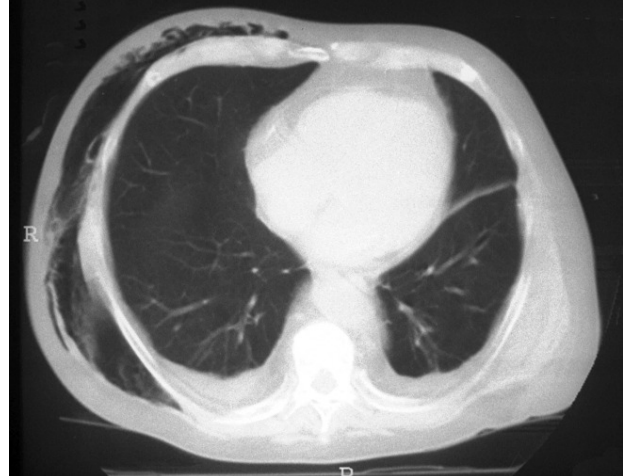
Tomografía axial computarizada (corte torácico) en la que se observa la extensión del enfisema subcutáneo.
